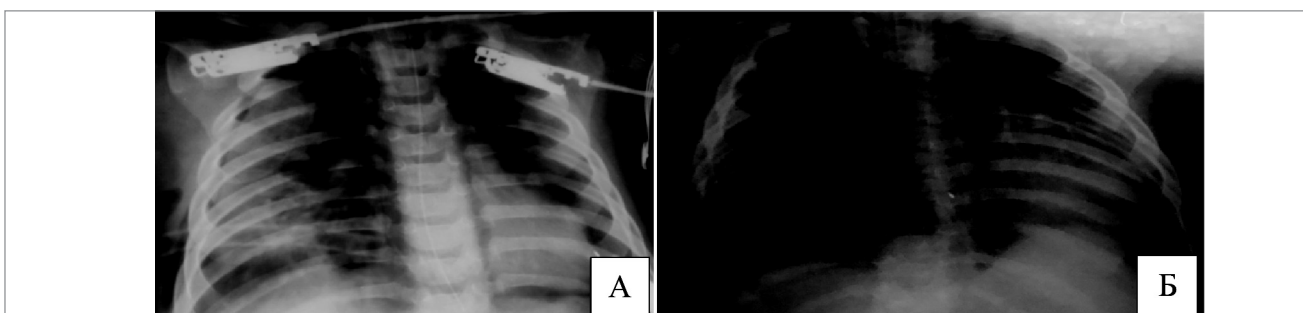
Рентгенографія органів грудної клітки дитини М., 6 міс, до (А) і після (Б) введення сурфактанту
